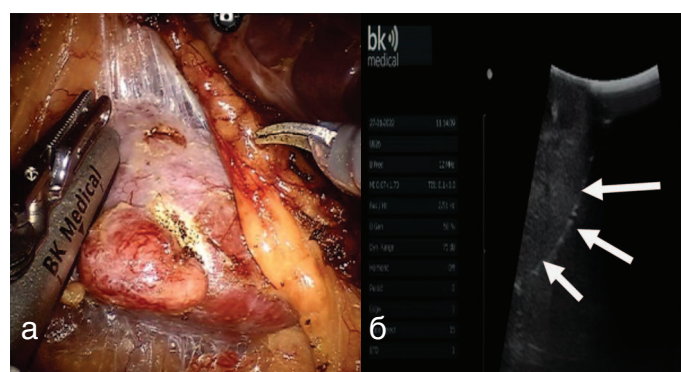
(а, б) Интраоперационное определение границ резекции новообразования с помощью внутриполостного датчика УЗИ (а). Увеличенное изображение интраниальной части опухоли, обозначенное белыми стрелками (б)
